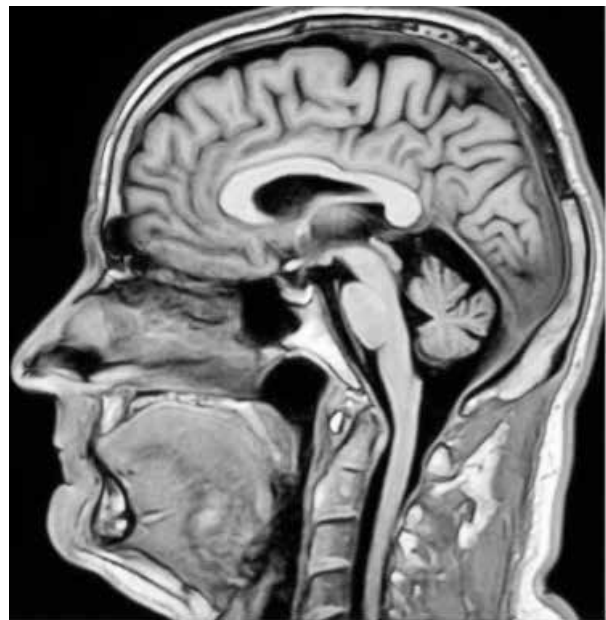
МРТ, T1-ВИ, сагиттальный срединный срез: увеличение пространства вокруг сморщивающегося мозжечка
